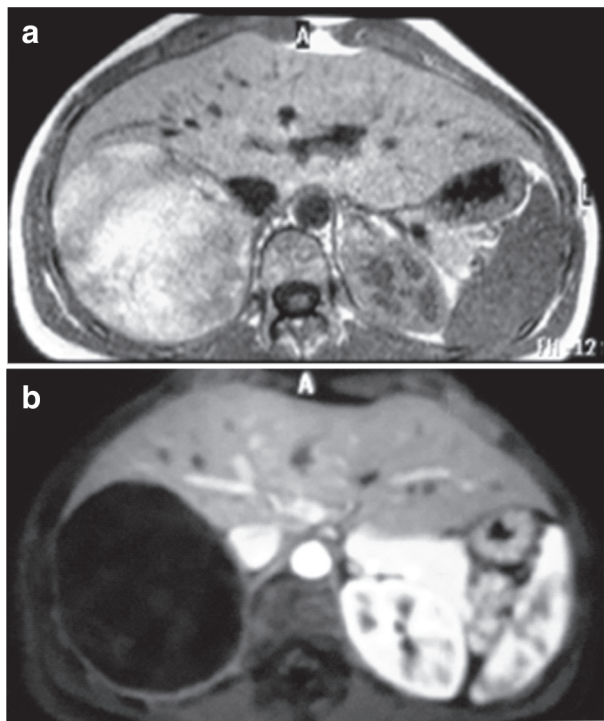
La resonancia magnética nuclear informa una imagen hiperintensa en T1 (a) que disminuye en secuencia con supresión grasa (b), compatible con mielolipoma.
